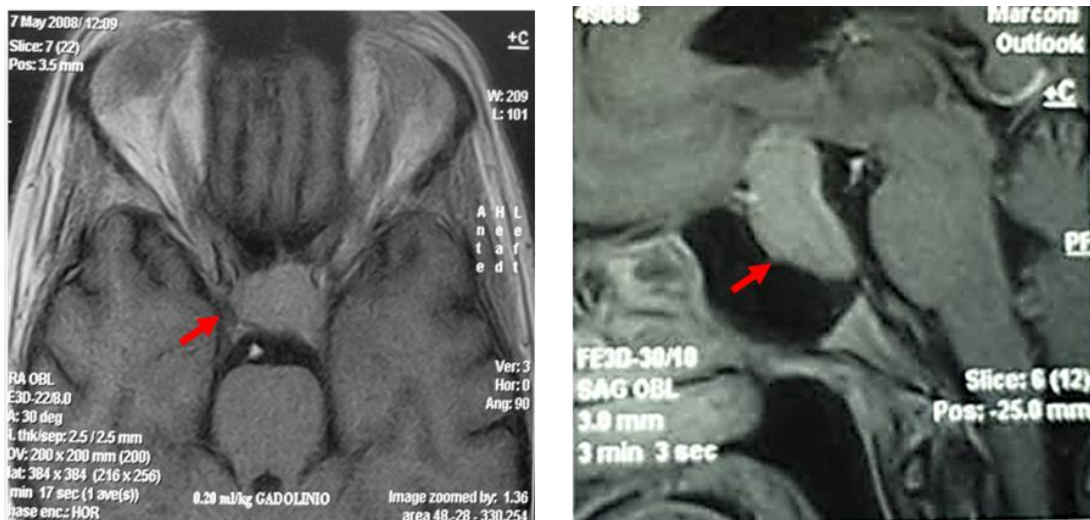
Imágenes representativas de la resonancia magnética axial (izquierda) y sagital (derecha) del tumor hipofisario silente con lesión selar y supraselar, y compromiso del quiasma óptico diagnosticado en la paciente en el año 2008. Las flechas rojas indican localización de la masa tumoral e invasión de regiones lindantes.
